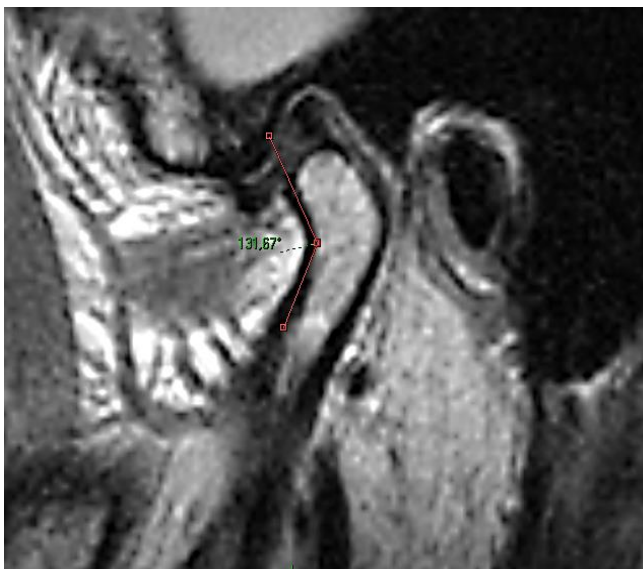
Corte axial de exame por RM da ATM, evidenciando a obtenção da medida A1 (ângulo horizontal da cabeça da mandíbula)
